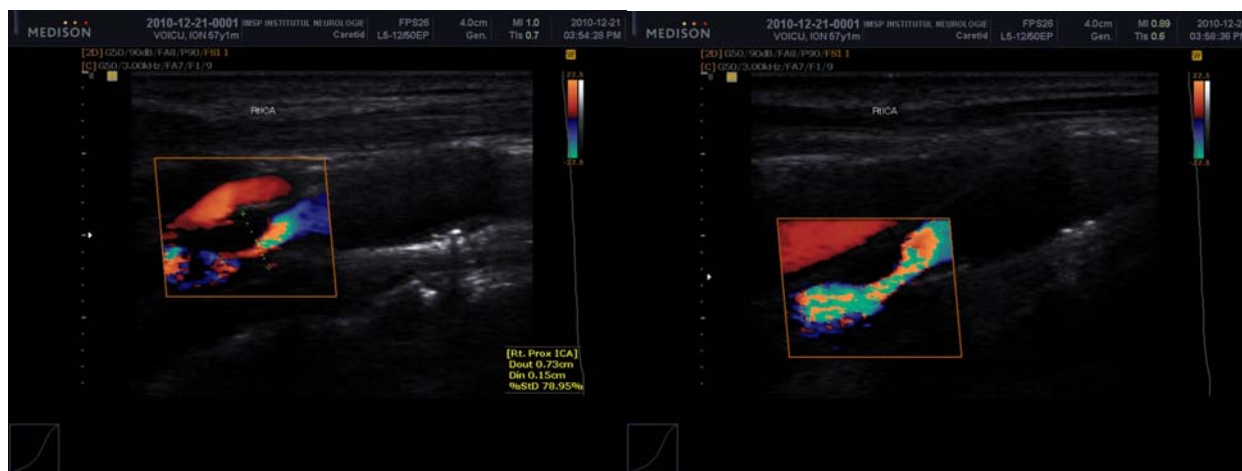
USG duplex a ACI dr. Preoperator
